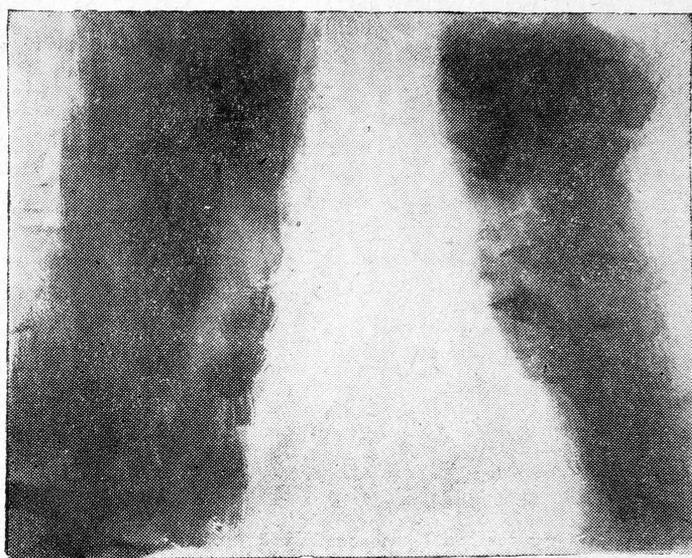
Томограмма этого же легкого. Видна плоскость среза на глубине 11 см. Ребра не видны. Отчетливо выступают сосуды.
